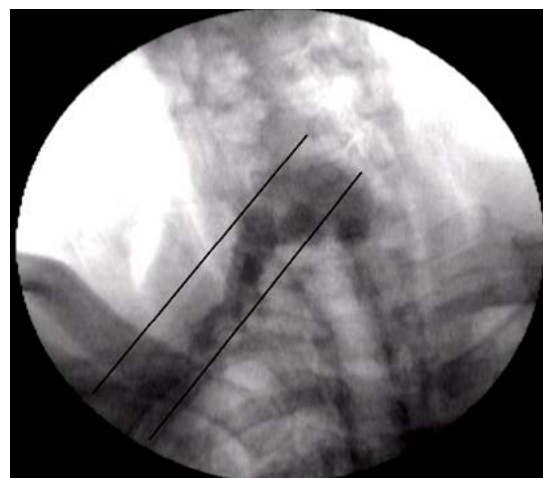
Рентгенконтрастне дослідження. Нахил голови вперед. Рановий канал
